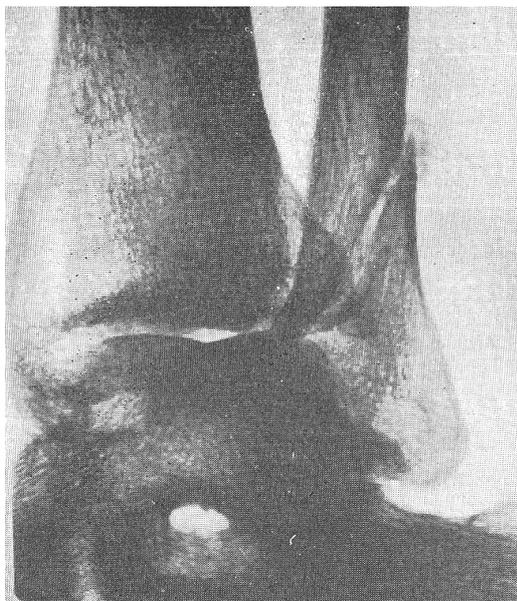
Рентгенограмма правого голеностопного сустава во 2 косой проекции через 6 нед. После перелома наружной лодыжки в верхней части перелома видна периостальная костная мозоль. Эндостальная мозоль слабо развита
